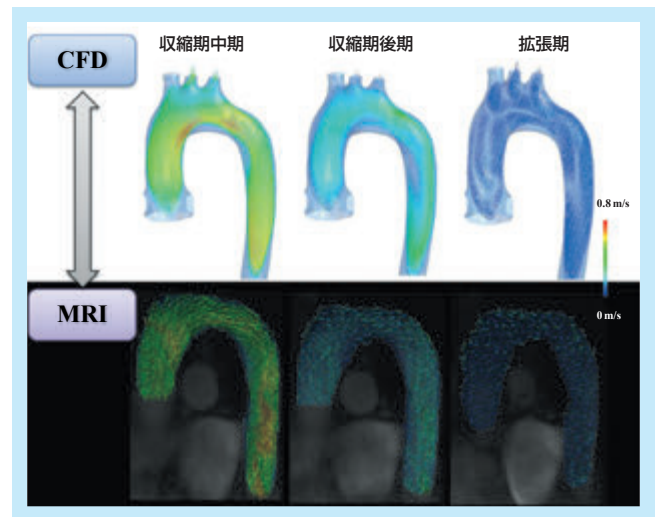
CFDとMRIとの比較：健常人大動脈内血流
